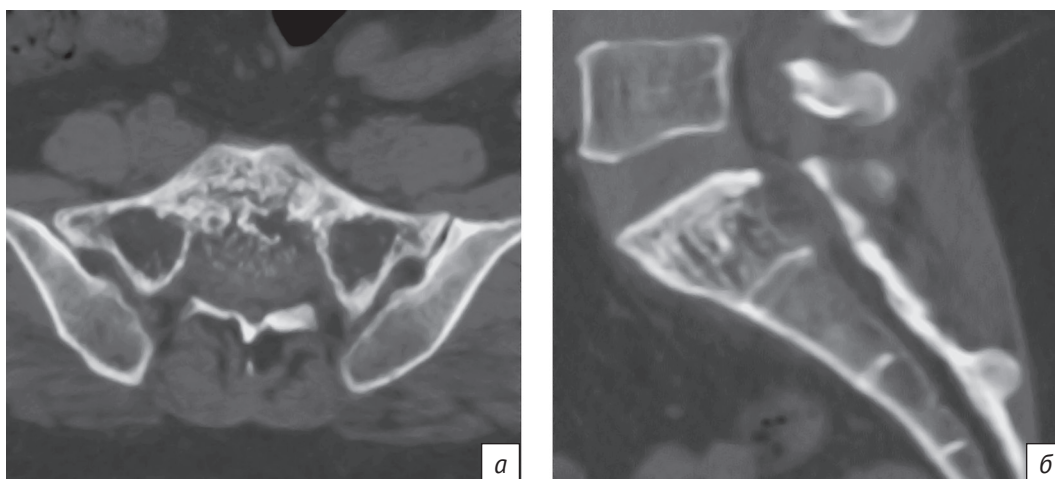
КТ-сканы (а, б) агрессивной гемангиомы позвонка S1 с внутриканальным распространением
